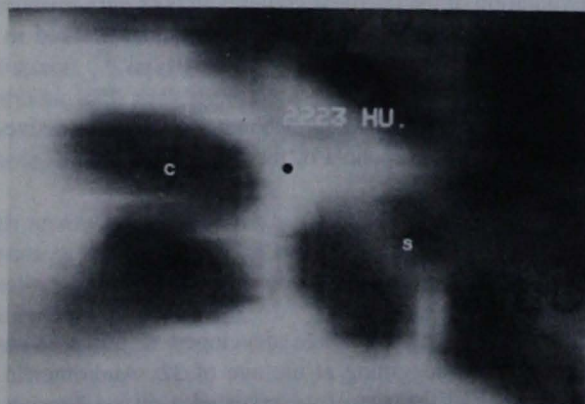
Case 2, left ear, Axial CT at the level of the cochlea C. Very dense (2223 H.U.) otosclerotic focus (point) in the fissula ante fenestram area. S, oval window.
